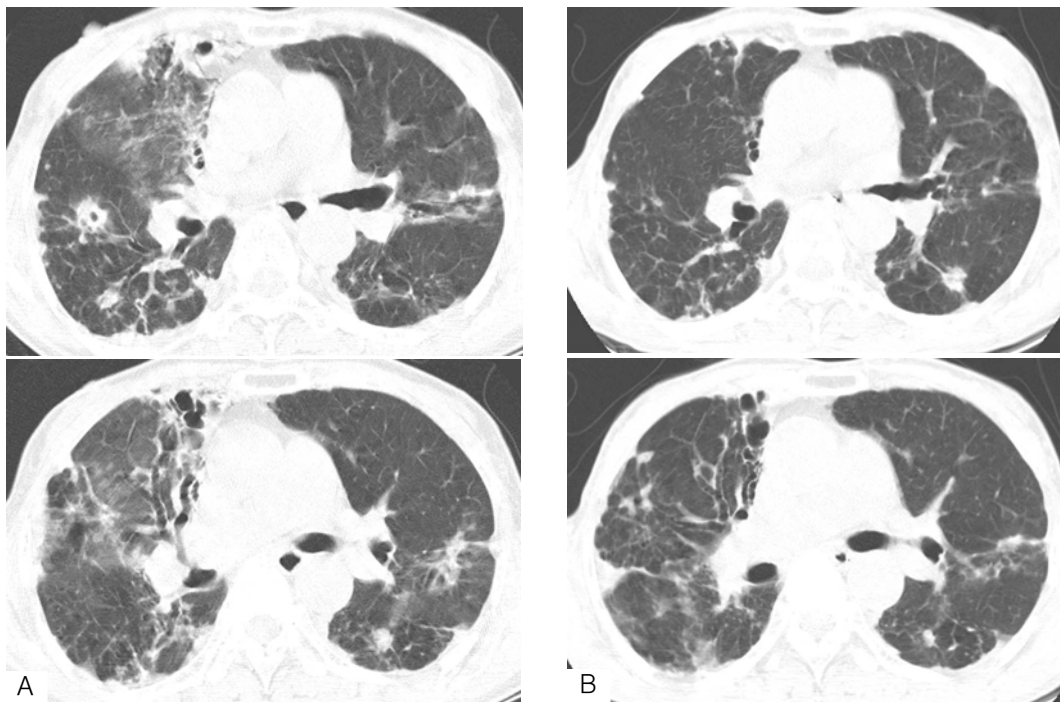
A 70-year-old woman with *M. intracellulare* pulmonary disease. A. Chest CT scans show bilateral bronchiectasis and multiple pulmonary nodules. Multiple lobular consolidation and ground-glass opacities were also noted. B. The chest CT scan obtained after the 12 month-treatment of clarithromycin, rifampin, and ethambutol combined with streptomycin for 6 months shows an improvement of the multiple pulmonary nodules, lobular consolidation and ground-glass opacities.
